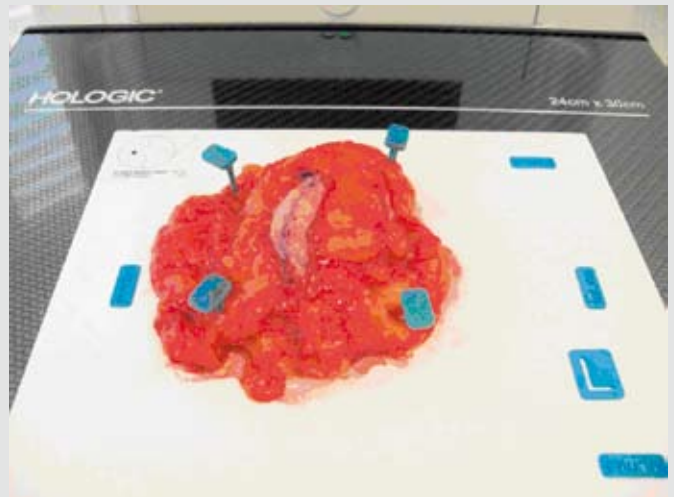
Präparat Radiographie in anterior-posteriorer Strahlengang.
